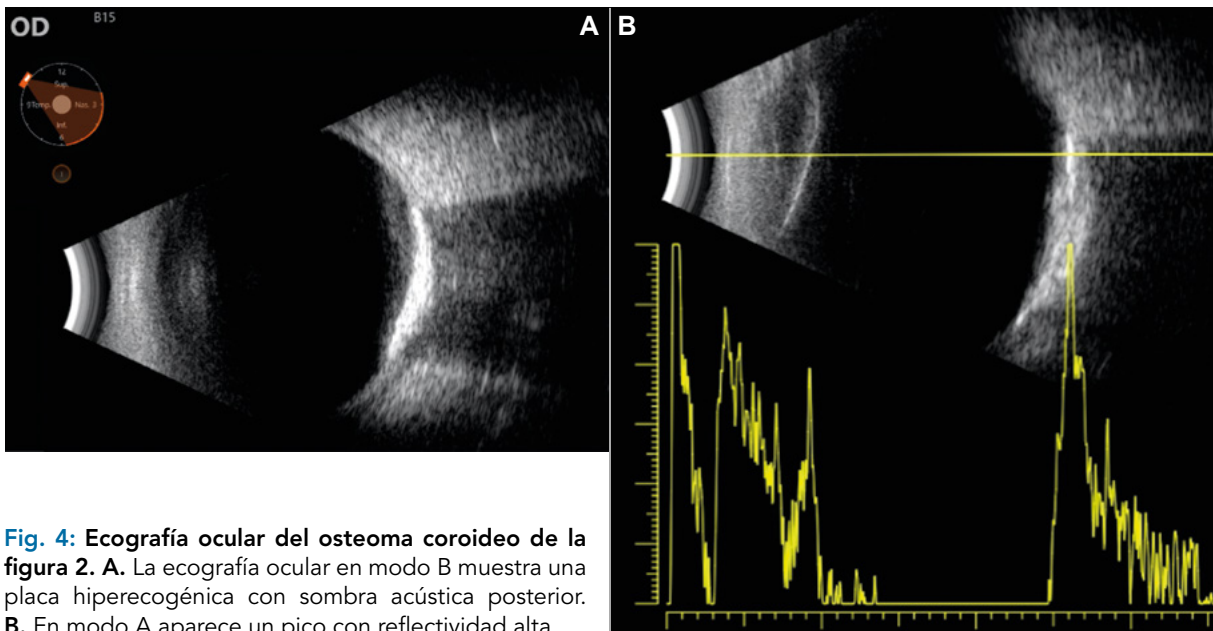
Ecografía ocular del osteoma corioideo de la figura 2. A. La ecografía ocular en modo B muestra una placa hiperecogénica con sombra acústica posterior. B. En modo A aparece un pico con reflectividad alta.
